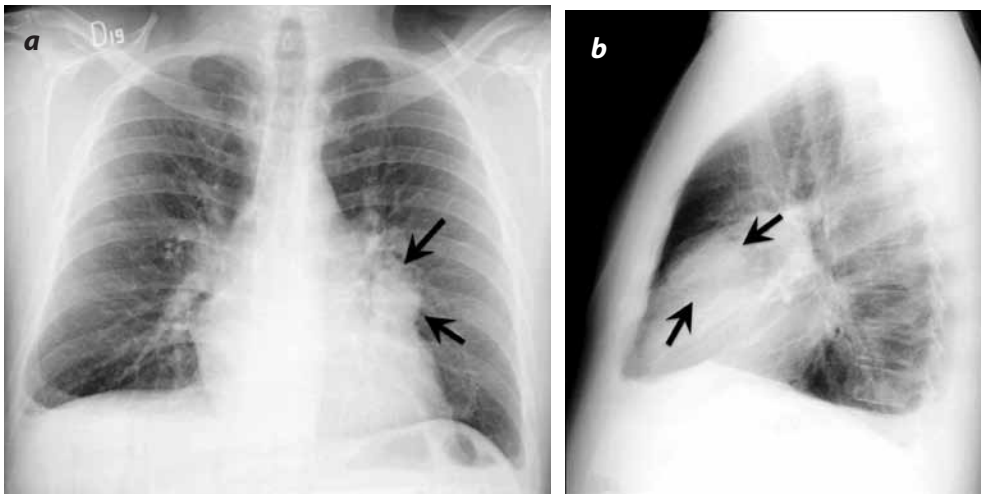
Radiografía de tórax. Proyecciones frontal (a) y lateral (b). Se observa una masa de tejidos blandos parahiliar izquierda.
